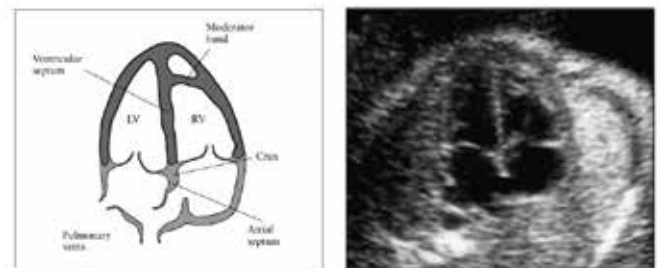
Four-chamber view of the fetal heart. Key components of a normal four-chamber view include an intact interventricular septum and atrial septum primum. There is no disproportion between the left (LV) and right (RV) ventricles. A moderator band helps to identify the morphologic right ventricle. Note how the 'valvular' atrioventricular septal valve leaflets insert into the crux. Reproduced with permission from Lee W. American Institute of Ultrasound in Medicine. Performance of the basic fetal cardiac ultrasound examination. *J Obstet Gynecol* 1998; 17: 401-407.
